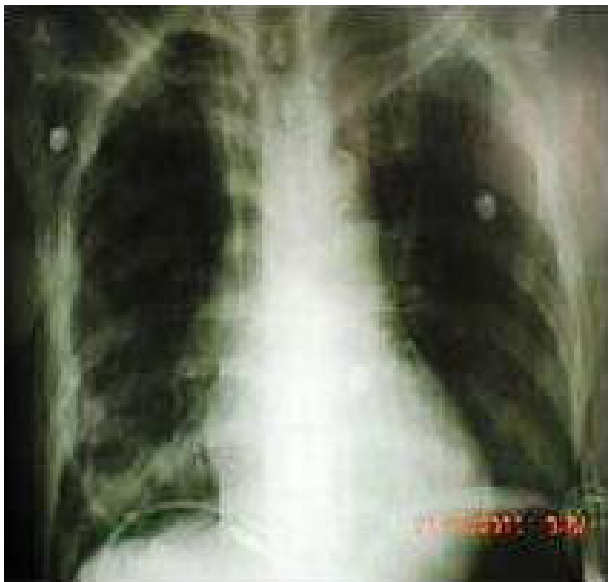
Radiografía de tórax postero-anterior post toracotomía abierta y extracción total de tumoración en hemotórax derecho, que muestra expansión adecuada del pulmón derecho, sin presencia de tumor residual o sangrado.
